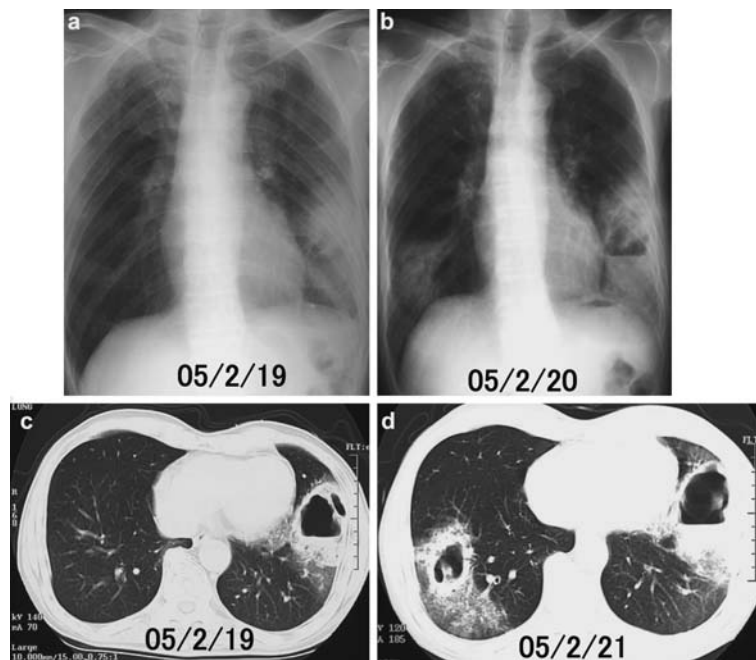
(a, b) Chest radiograph showing patchy airspace disease with areas of lucency suggestive of cavitation in the left lower lobe. (c) Chest CT scan showing cavity within the consolidated left lower lobe. (d) A second CT scan 2 days later shows a new cavity within the consolidated right lower lobe with a variable surrounding zone of low attenuation.
